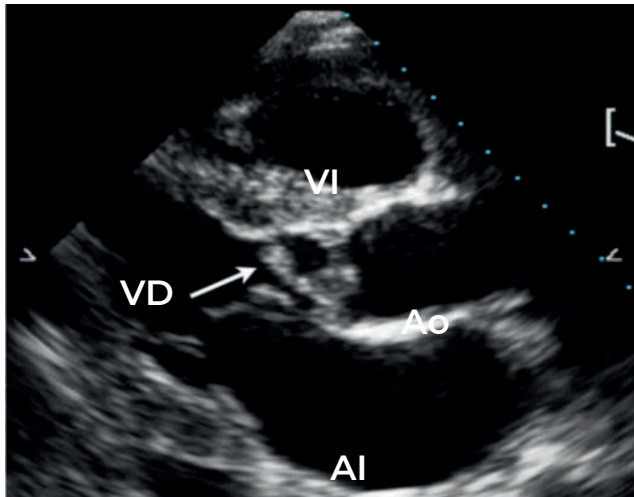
Imagen de ecografía transtorácica que muestra una vegetación en la válvula mitral (flecha blanca).
